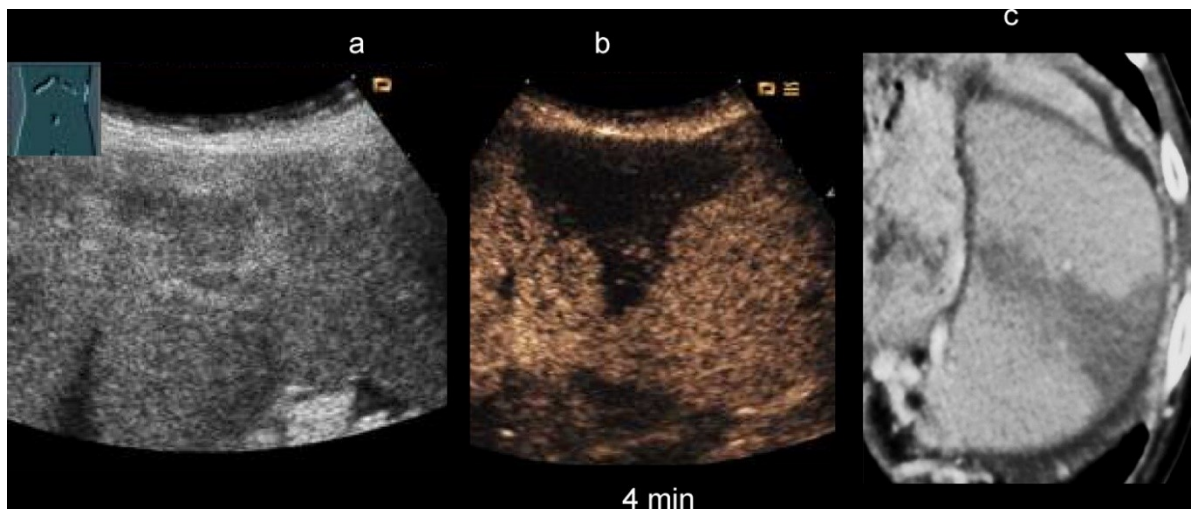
Kontrastaussparung bei Milzinfarkt im CEUS . Im CEUS deutliche flügelförmige Kontrastaussparung (Bild b). Links das B-Mode-Bild (Bild a) und rechts die Bestätigung des Infarkts durch die Kontrastmittel-CT (Bild c). Quelle: Modifiziert nach Görg C. The forgotten organ: contrast enhanced sonography of the spleen. Eur J Radiol 2007; 64: 189-201
